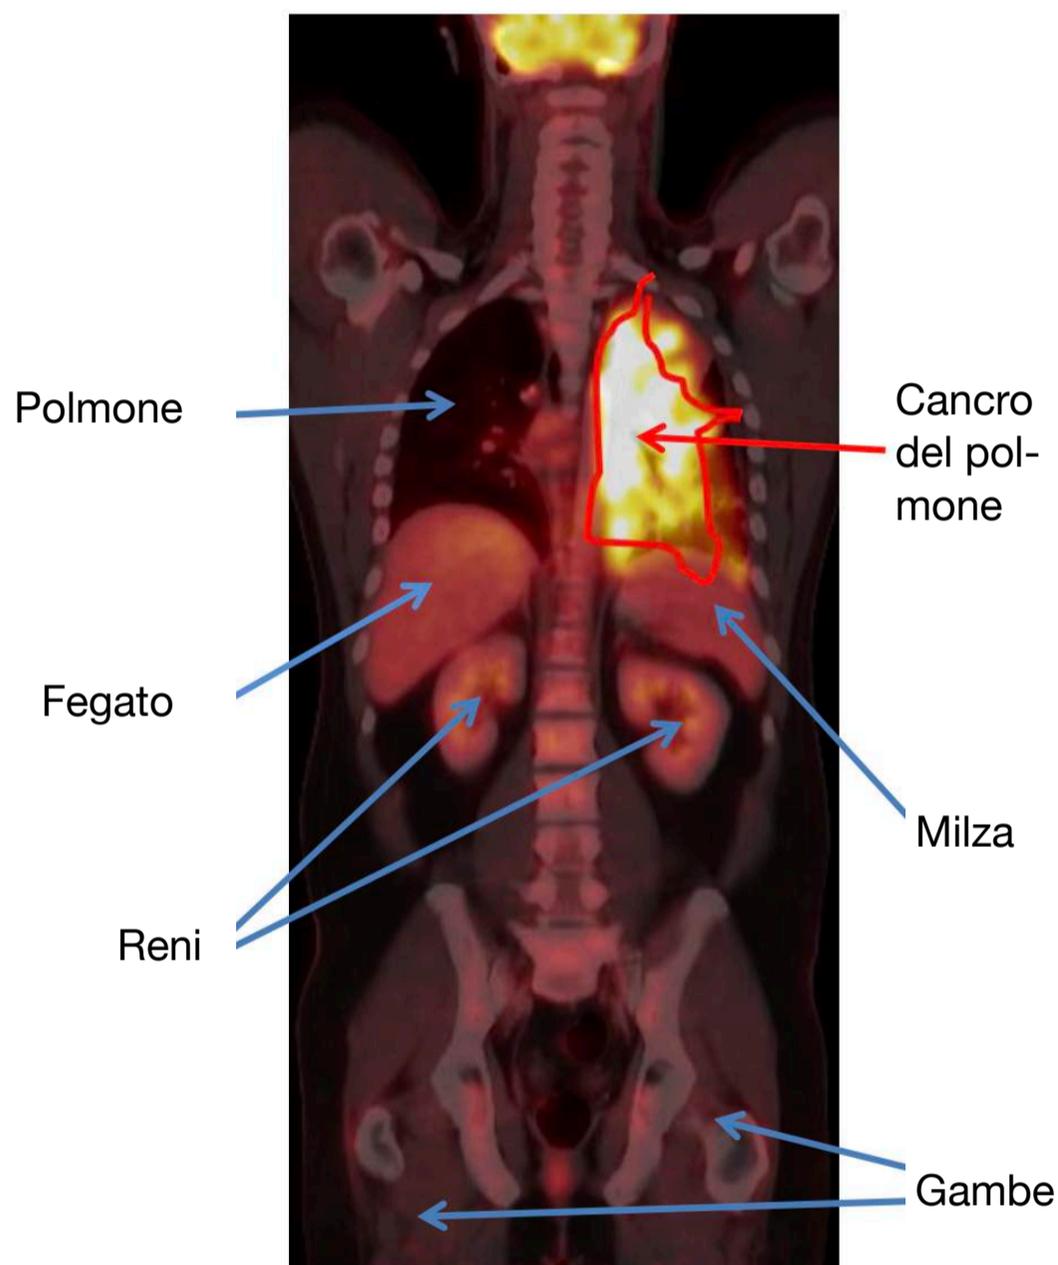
Tomografia ad emissione di positroni (PET) che mostra il coinvolgimento del cancro nel polmone sinistro.
